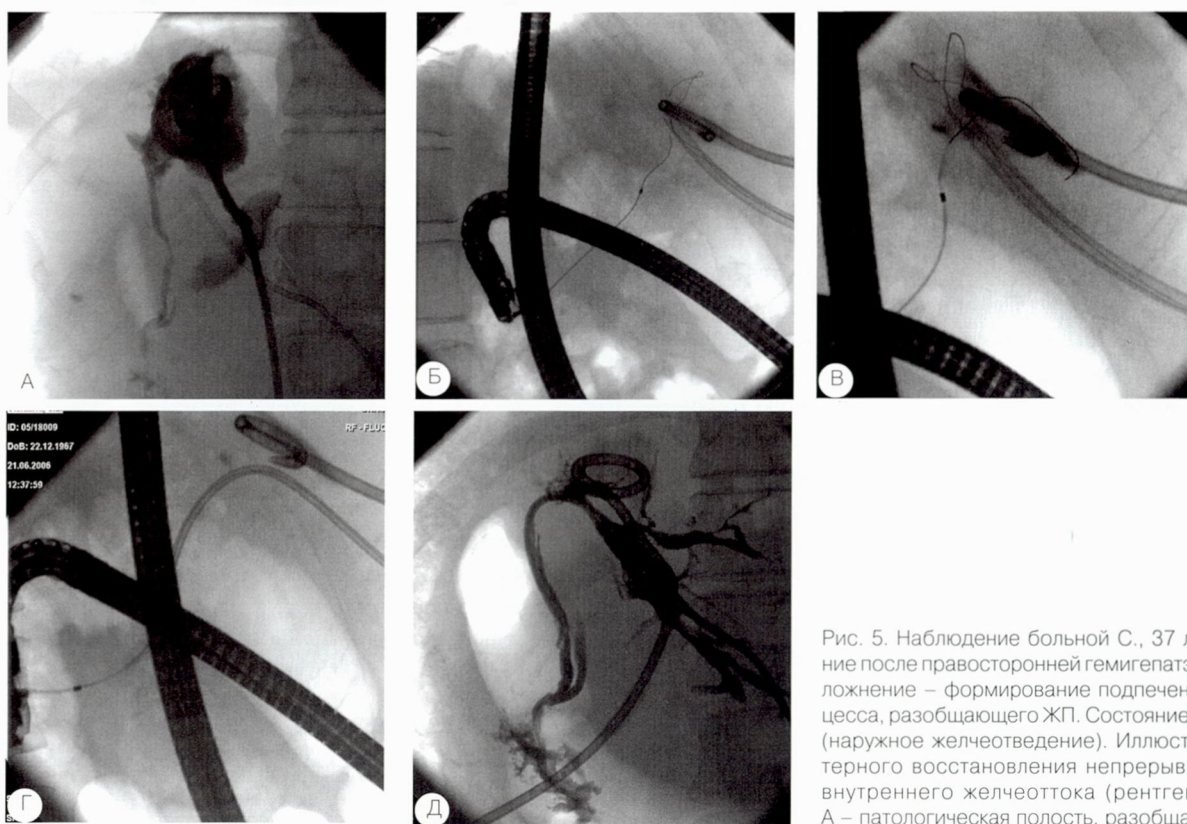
Наблюдение больной С., 37 лет. Состояние после правосторонней гемигепатэктомии. Осложнение – формирование подпеченочного абсцесса, разобщающего ЖП. Состояние после ЧЧХС (наружное желчеотведение). Иллюстрация катетерного восстановления непрерывности ЖП и внутреннего желчеоттока (рентгенограммы): А – патологическая полость, разобщающая ЖП, в полости – дренажный катетер «pigtail»; Б – гибкий
